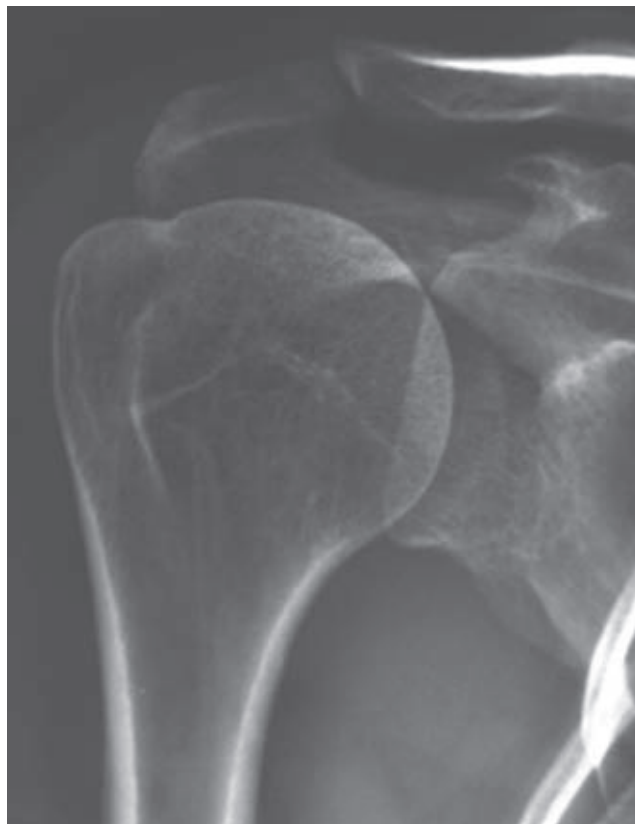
Segunda radiografía (mayo, 2008).
